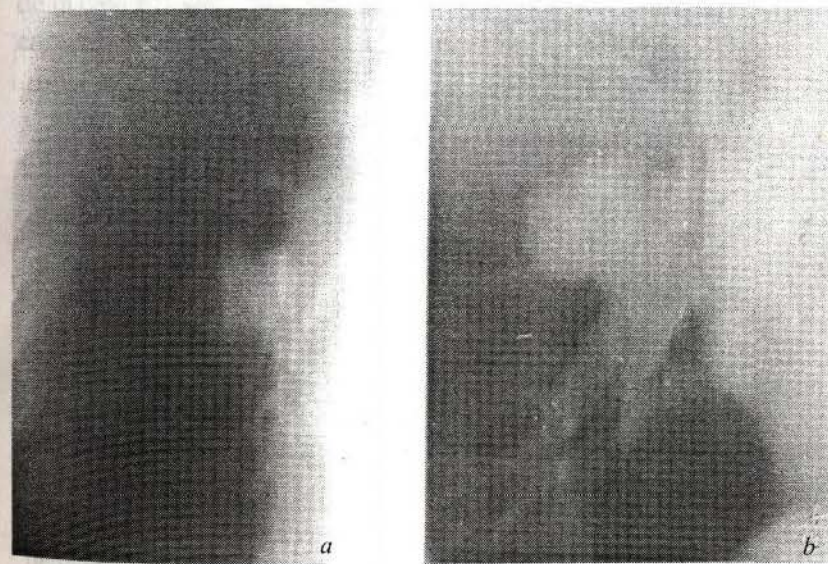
Tomografia pulmonului drept; incidența anterioară (a) și laterală dreaptă (b). Opacitate rotundă în regiunea parahilară. Cancer periferic.
